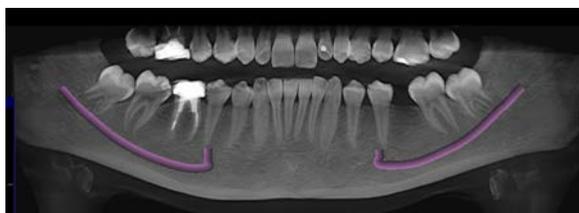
КТ нижней челюсти до лечения (январь 2019 г.)
